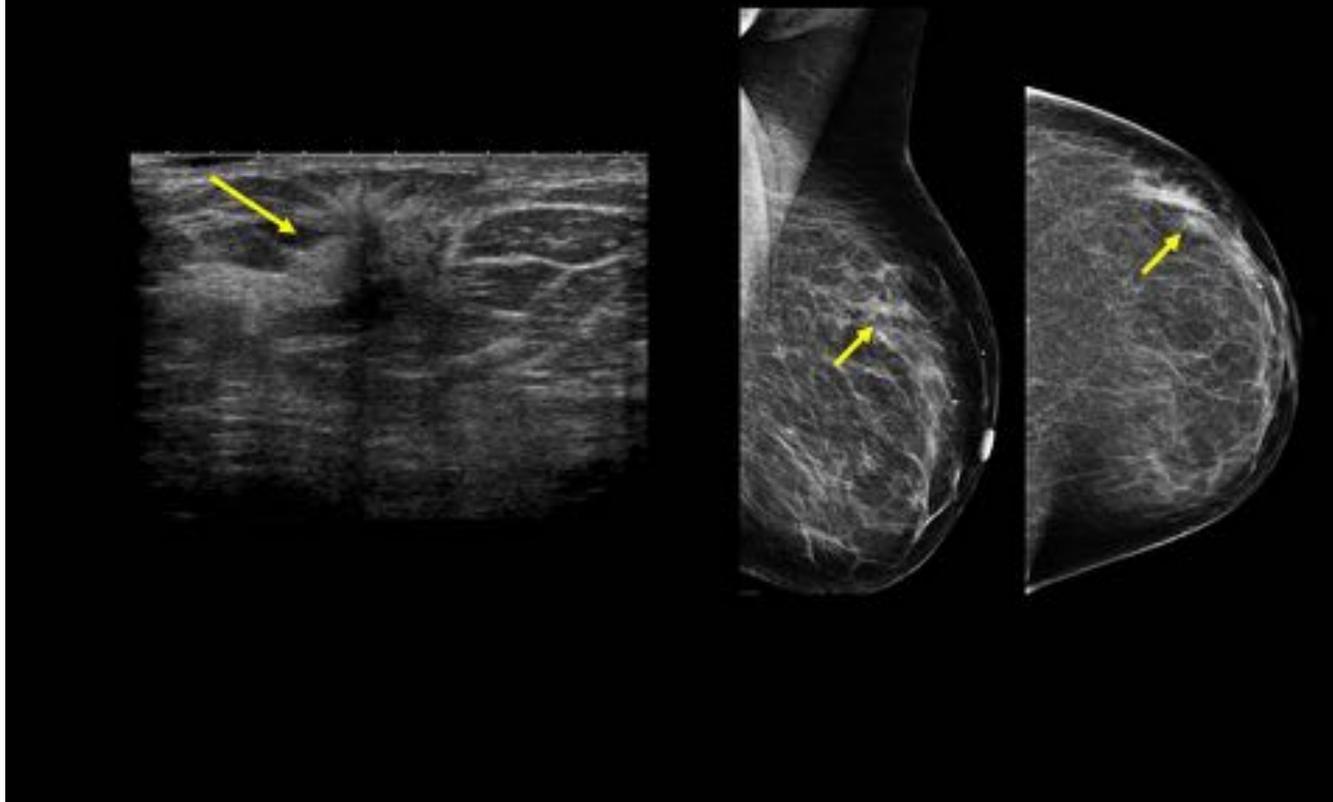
Otro ejemplo de CDI como lesión hiperecogénica. Mujer de 65 años que en mamografía de cribado se observa lesión en CSE de la mama derecha; por ecografía se correspondió a una lesión hiperecólica de bordes irregulares.
